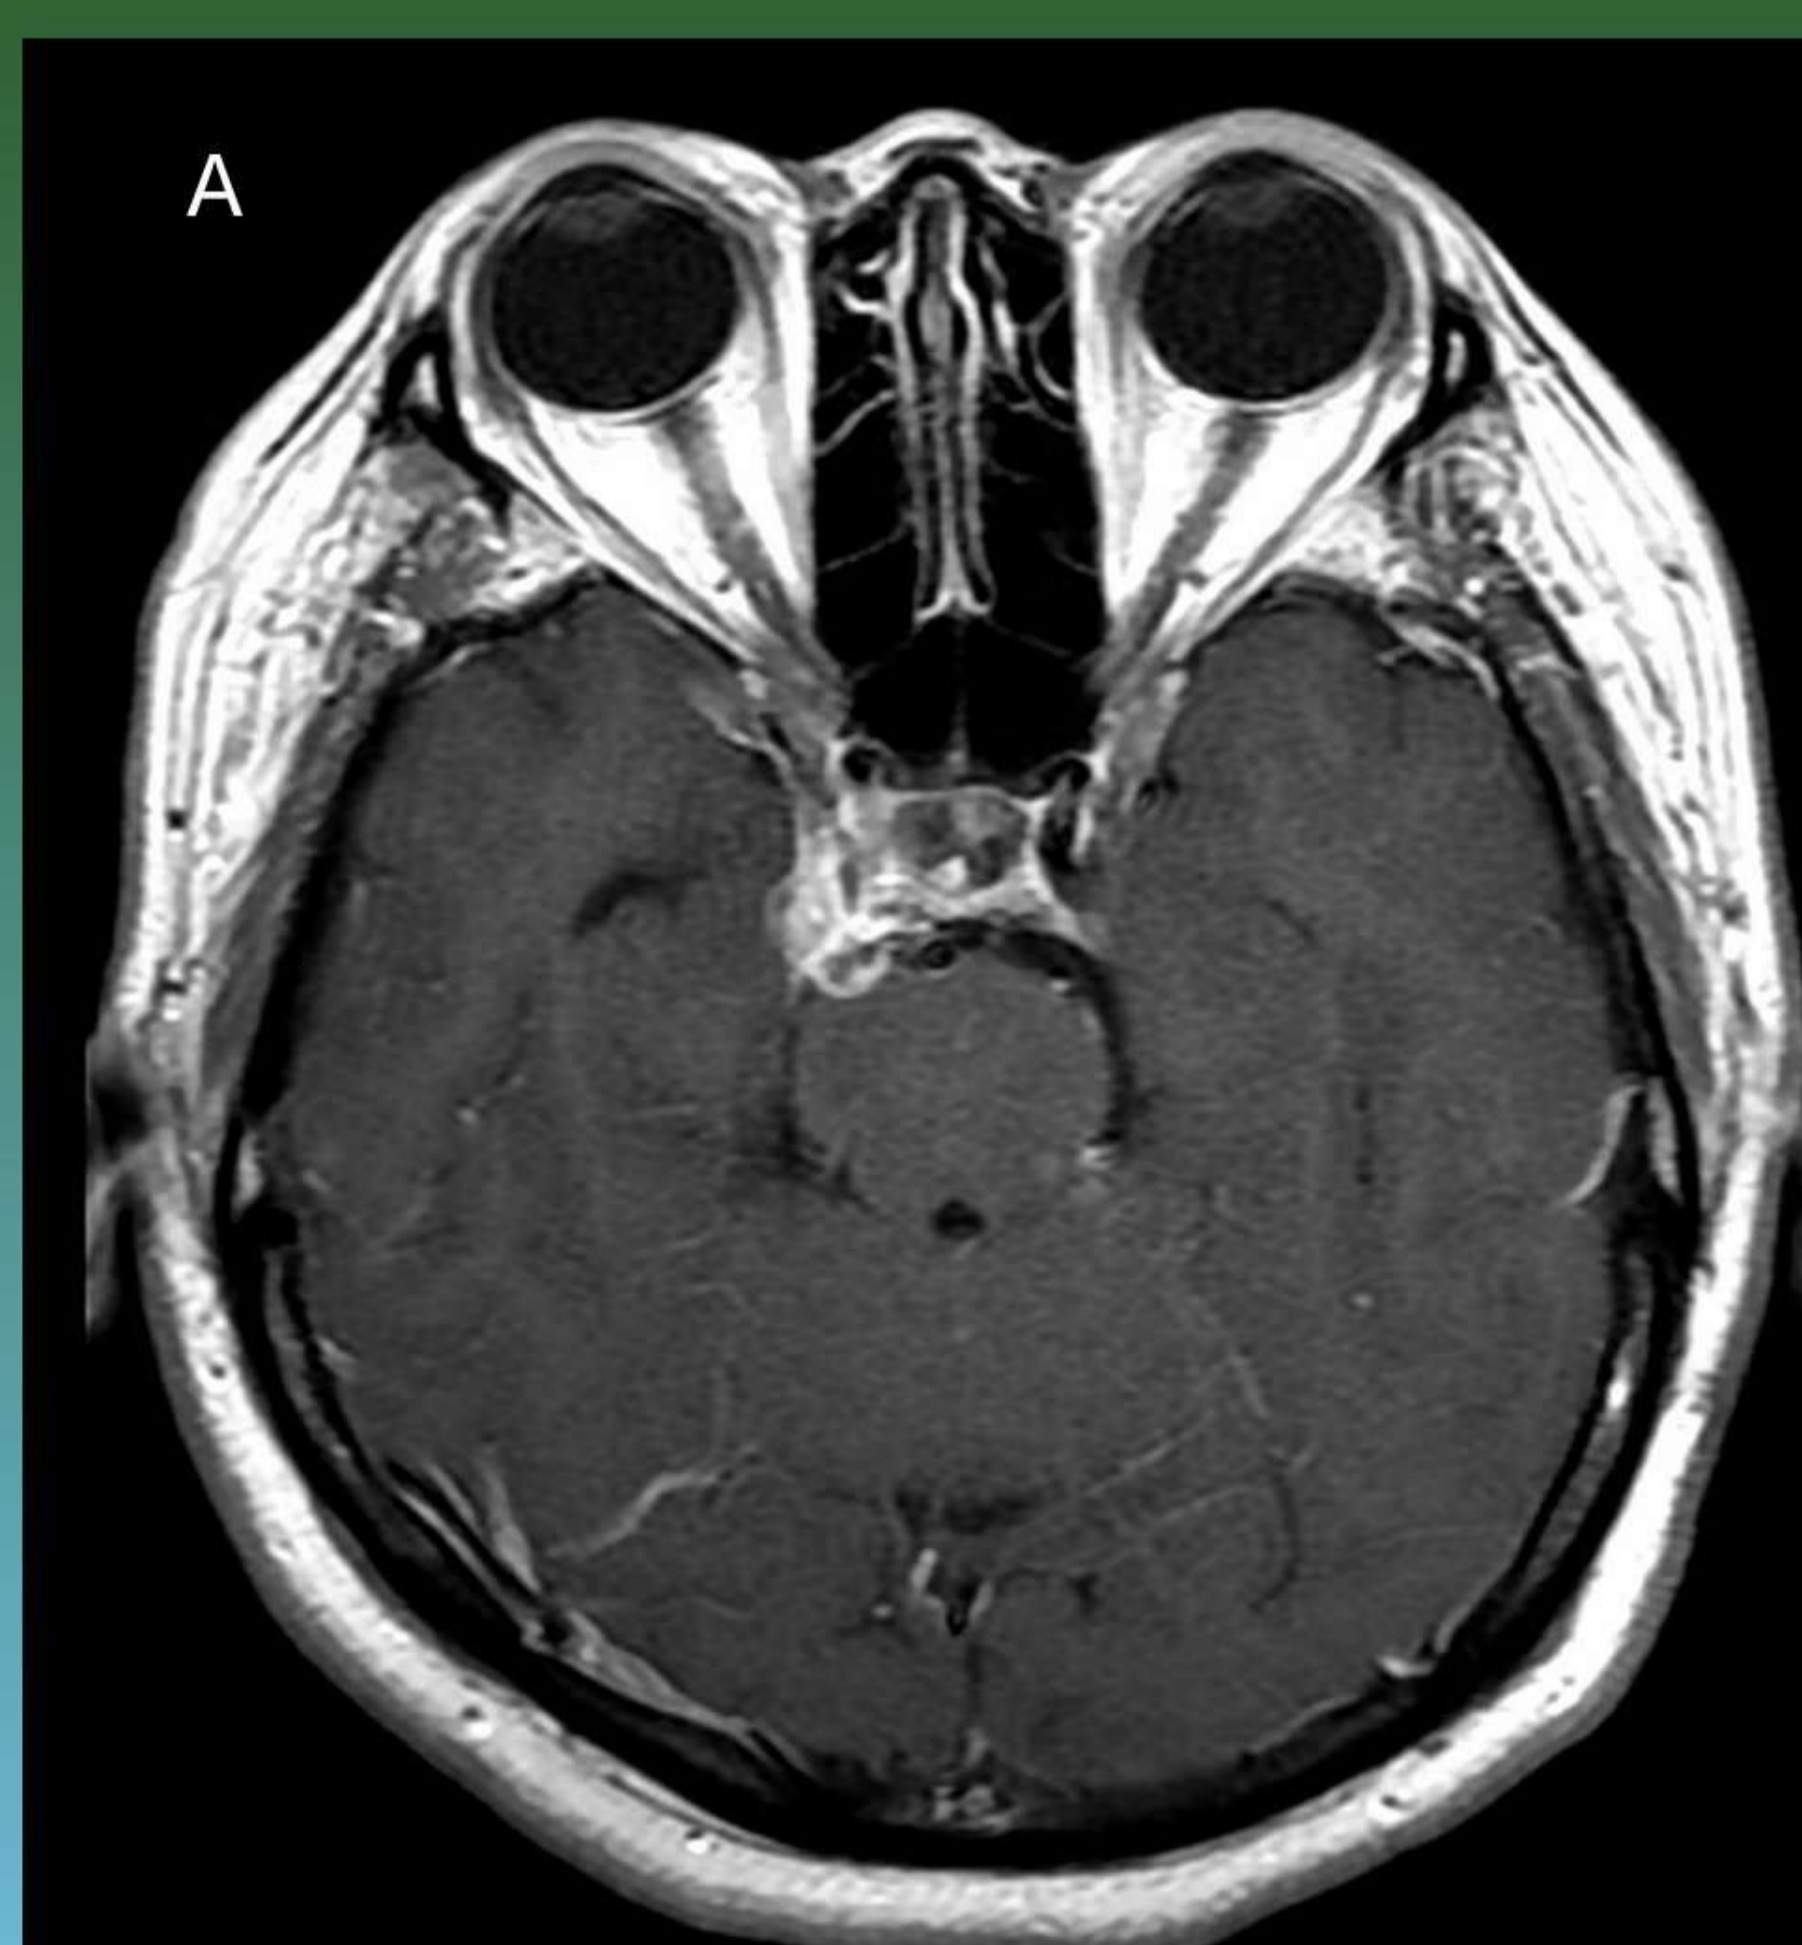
Paquimeningitis hipertrófica idiopática. Engrosamiento y realces menínges duros difusos, continuos, con afectación de ambos SC. Imágenes de RM SE T1 con CIV.
